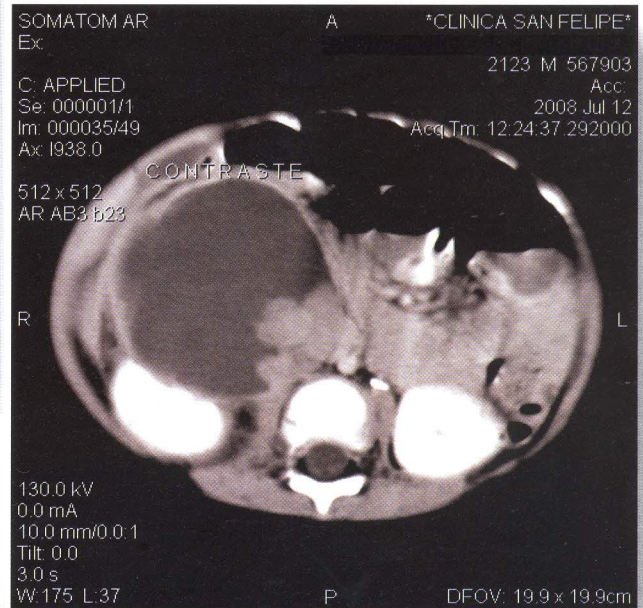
TAC abdominal mostrando formación quística retroperitoneal que desplaza riñón derecho hacia afuera y atrás sin comprometer estructuras vasculares adyacentes.
